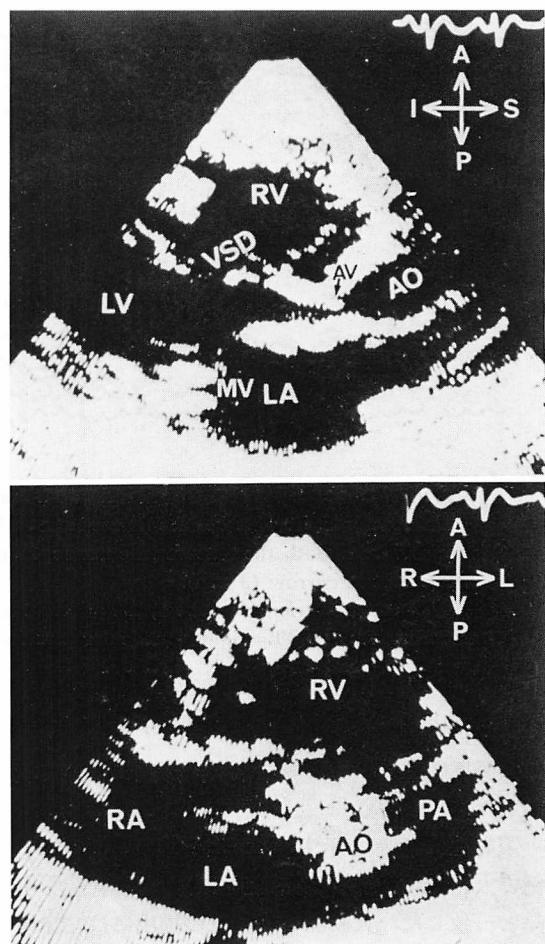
Two-dimensional echocardiograms from Case 1 (3-month-old boy).
